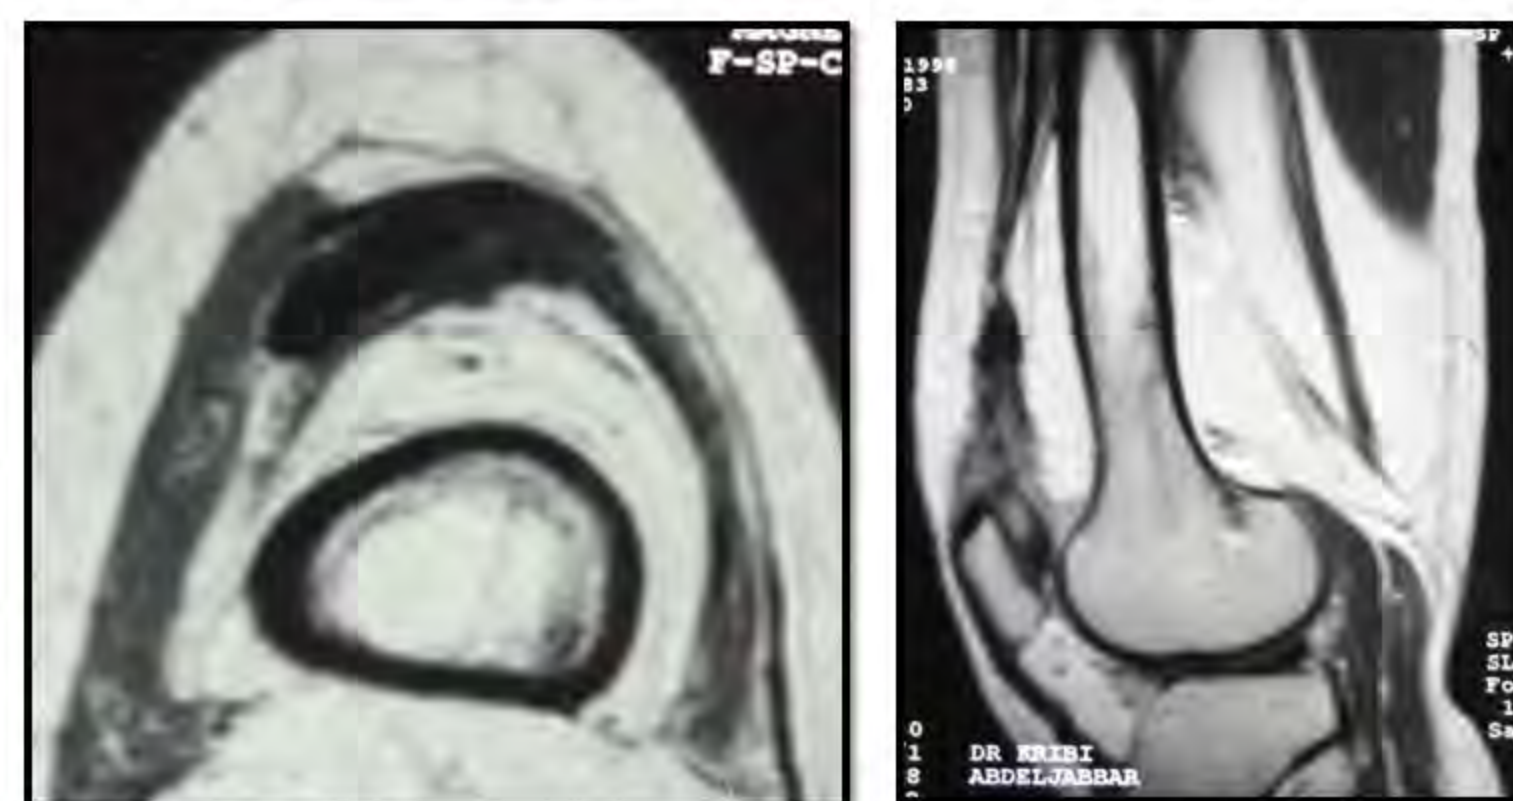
coupe transversale et sagittale à l'IRM montrant une rupture partielle du TQ.
